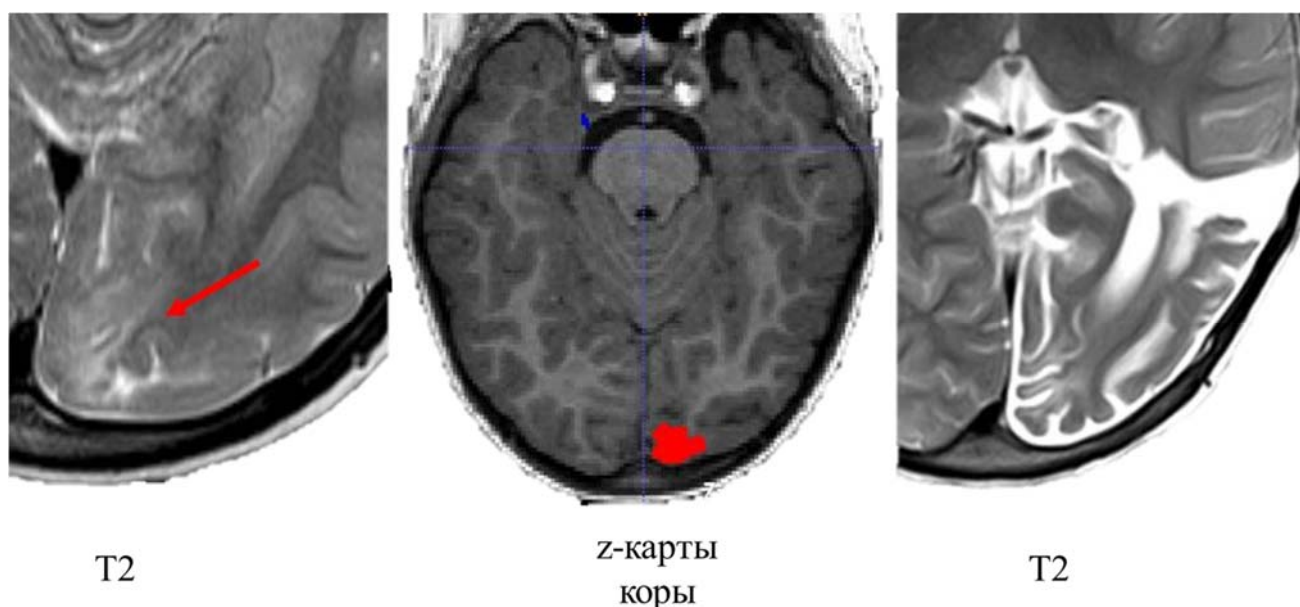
МРТ головного мозга ребенка в режиме T2-ВИ с признаками ФКД в левой затылочной доле, а также послеоперационными изображениями. T1-ВИ с совмещенными z-картами перехода серого и белого вещества, с аномально яркой зоной в левой затылочной доле (красный цвет)
